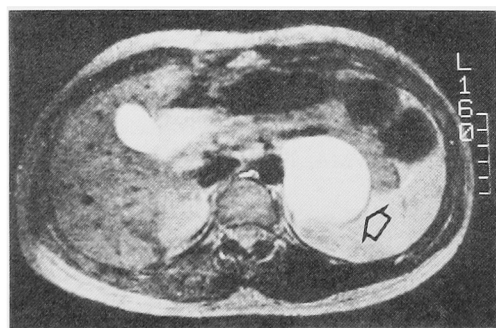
MRI: T2-WI shows homogeneous high intensity mass.
